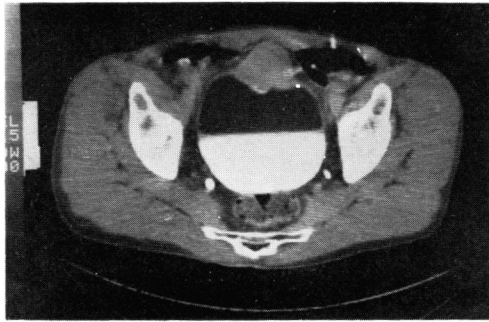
CT scan before pre-operative chemotherapy
